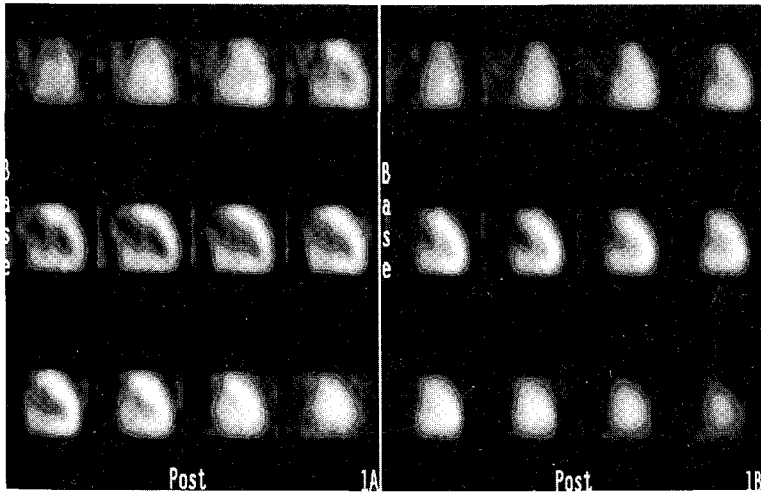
정상심근 운동을 보이는 게이트 ^{99m}Tc-MIBI 심근 SPECT의 소견.
